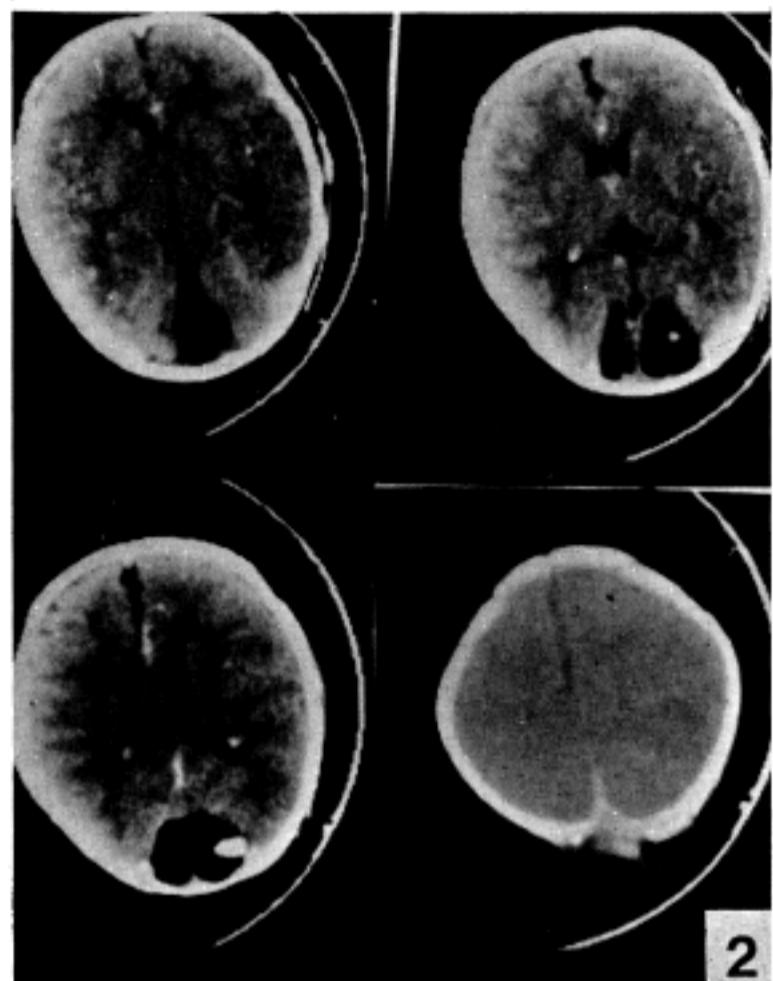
The brain computed tomography scanning showing lipoma in the bilateral occipital lobes which extended to the extracranial space through the skull defect. A small nodular high density area was found in the tumor mass.
